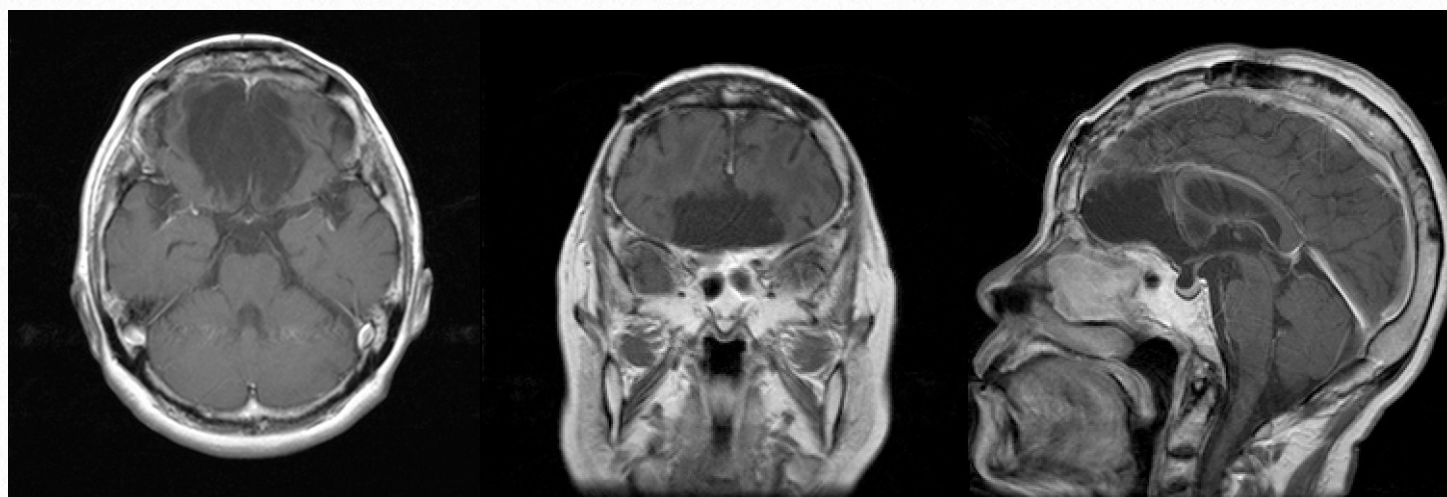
症例10・術後頭部MRI：腫瘍は全摘出された。髄液漏は観察されなかった。
